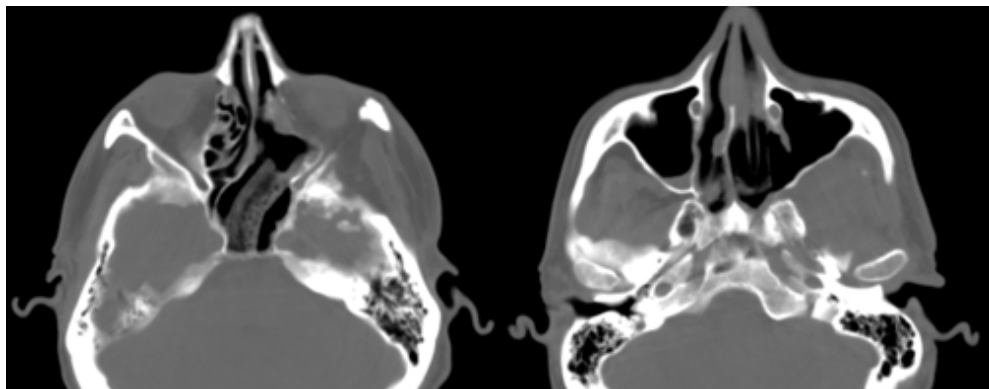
Наблюдение №6. СКТ после операции. Опухоль удалена из полости носа, решетчатого лабиринта, носоглотки и клиновидной пазухи. В ложе опухоли гемостатический материал
